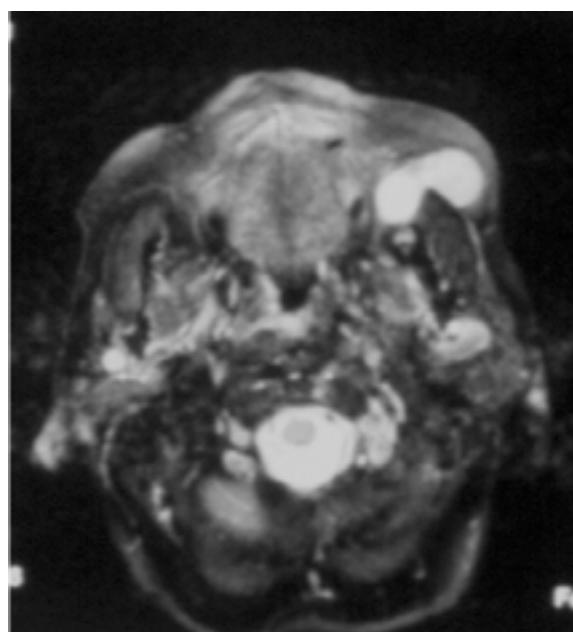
MRI shows an intense lesion.
